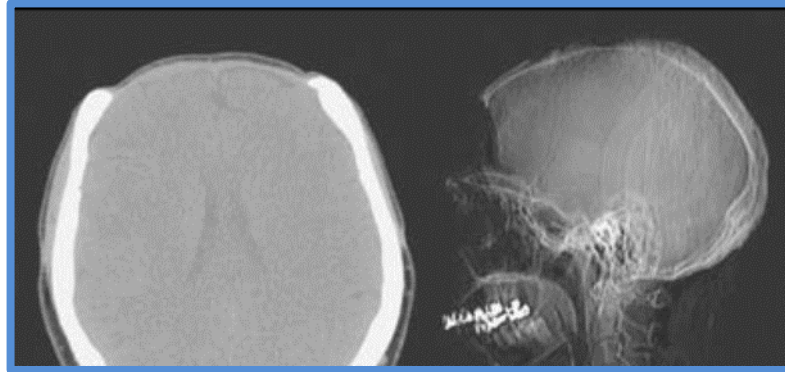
Tomografía computarizada que muestra defecto óseo frontal.
